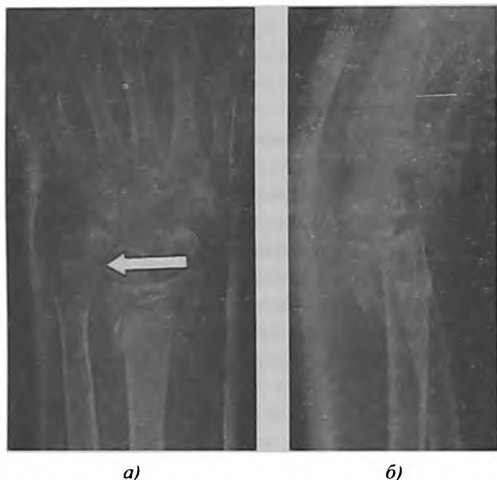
Рентгенограммы левого кистевого сустава больной Ф., 45 лет, в прямой (а) и боковой (б) проекциях. Определяется оскольчатый импрессионный перелом дистального эпиметафиза лучевой кости и вывих головки локтевой кости (показан стрелкой).
